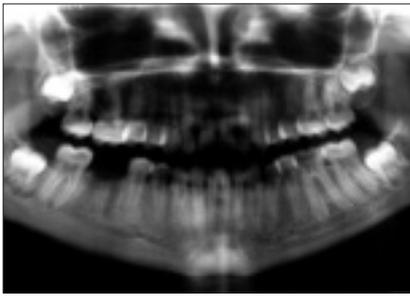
Initial panoramic radiograph for case 2.
